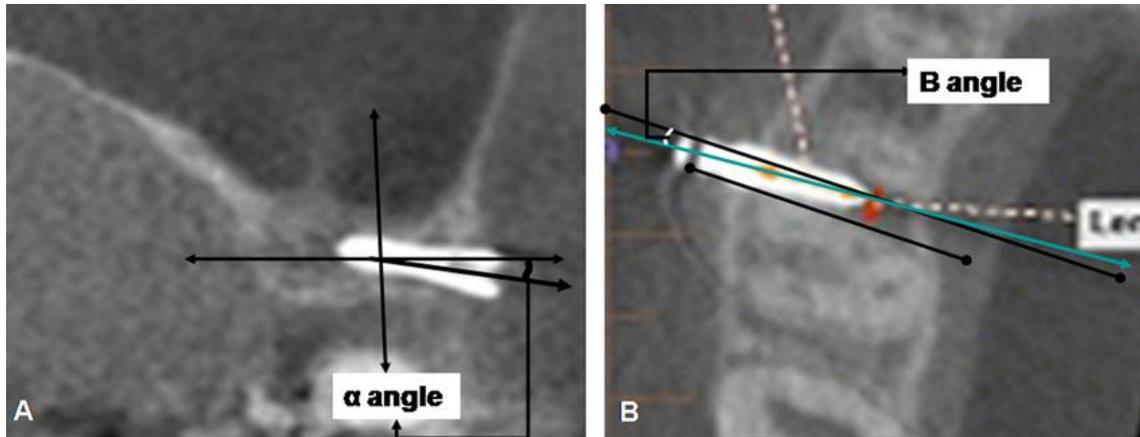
Figura 5A - Vista frontal da TC do mini-implante (o ângulo α mede o ângulo vertical do mini-implante); Figura 5B - imagem axial de TC paralela ao eixo longo do mini-implante (o ângulo B mede o ângulo horizontal do mini-implante).
